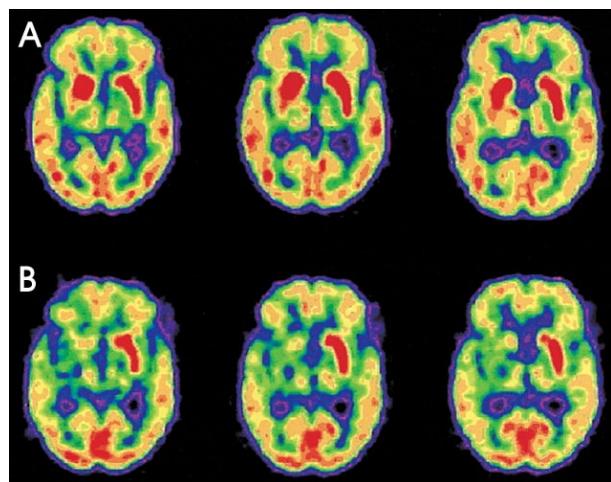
Serial F/U images of 18 F-FDG PET. A (upper). PET images during active choreoballistic movement reveal a asymmetric increase of glucose metabolism in the right caudate, with even a hot uptake on the bilateral basal ganglia with sparing of right lentiform nucleus. B (lower). Hypometabolism of right basal ganglia after clinical improvement is prominent, with it being more severe in right lentiform nucleus.
